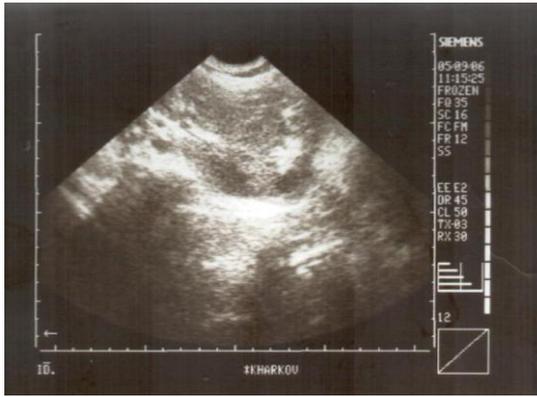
УЗИ- галетообразная почка
